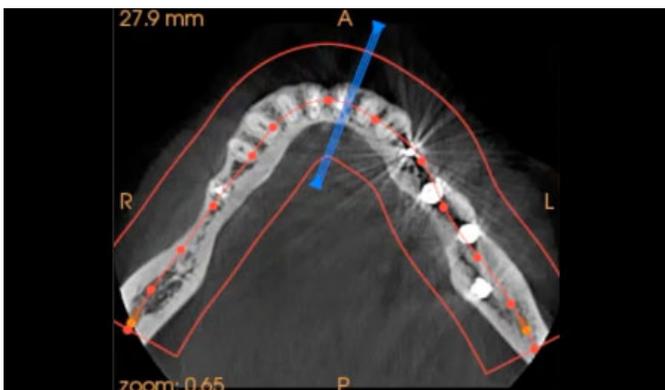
CBCT inicial. Corte axial correspondiente a la arcada inferior.
